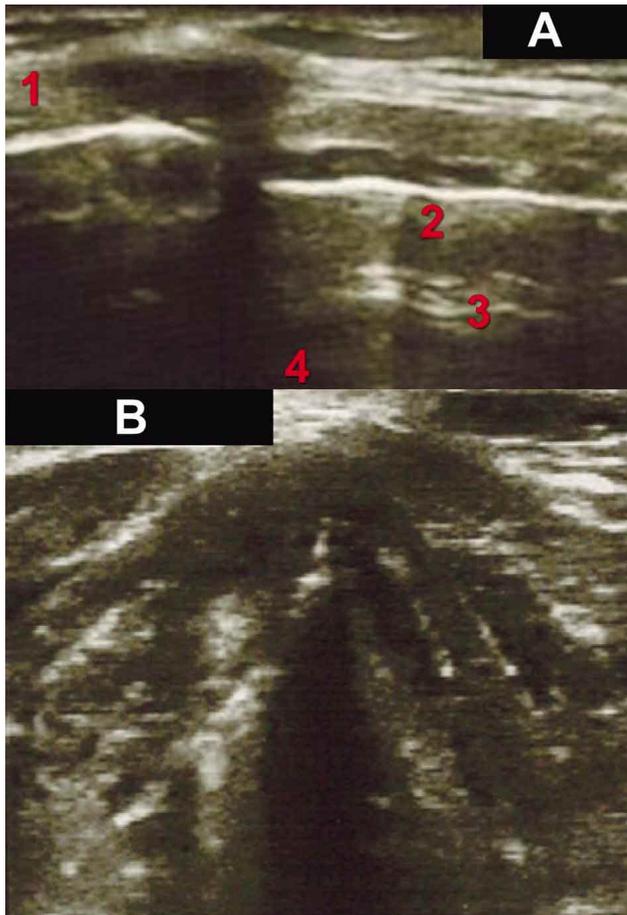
A) Ultrasonografía donde se observa 1: Membrana cricotiroides; 2: Tráquea; 3: Esófago y 4: Columna Cervical. B). Ultrasonografía de pliegues vocales.
